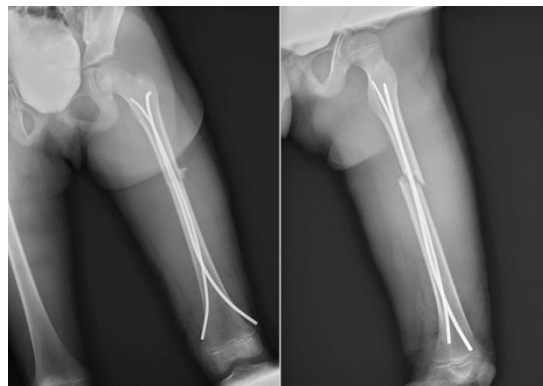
AP and lateral femur radiographs in the early postoperative period of the patient treated with titanium elastic nail.
